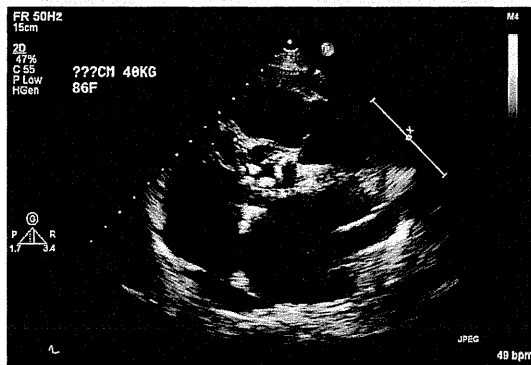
● 心エコー所見 (胸骨左縁短軸) 大動脈弁レベル
